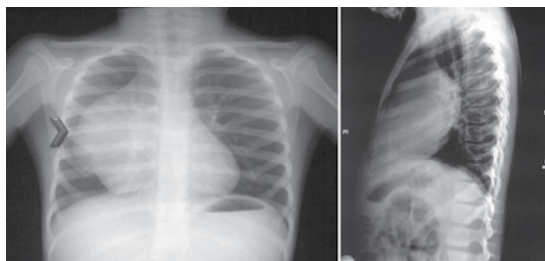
Radiografía simple posteroanterior y lateral izquierda de tórax.
